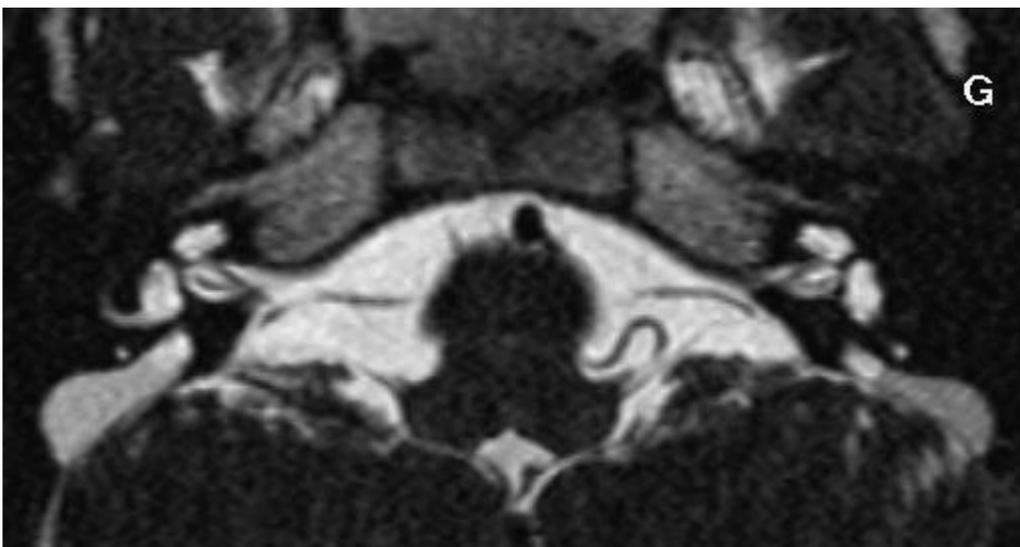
IRM dilatation de l'aqueduc+hypoplasie du modiolus
